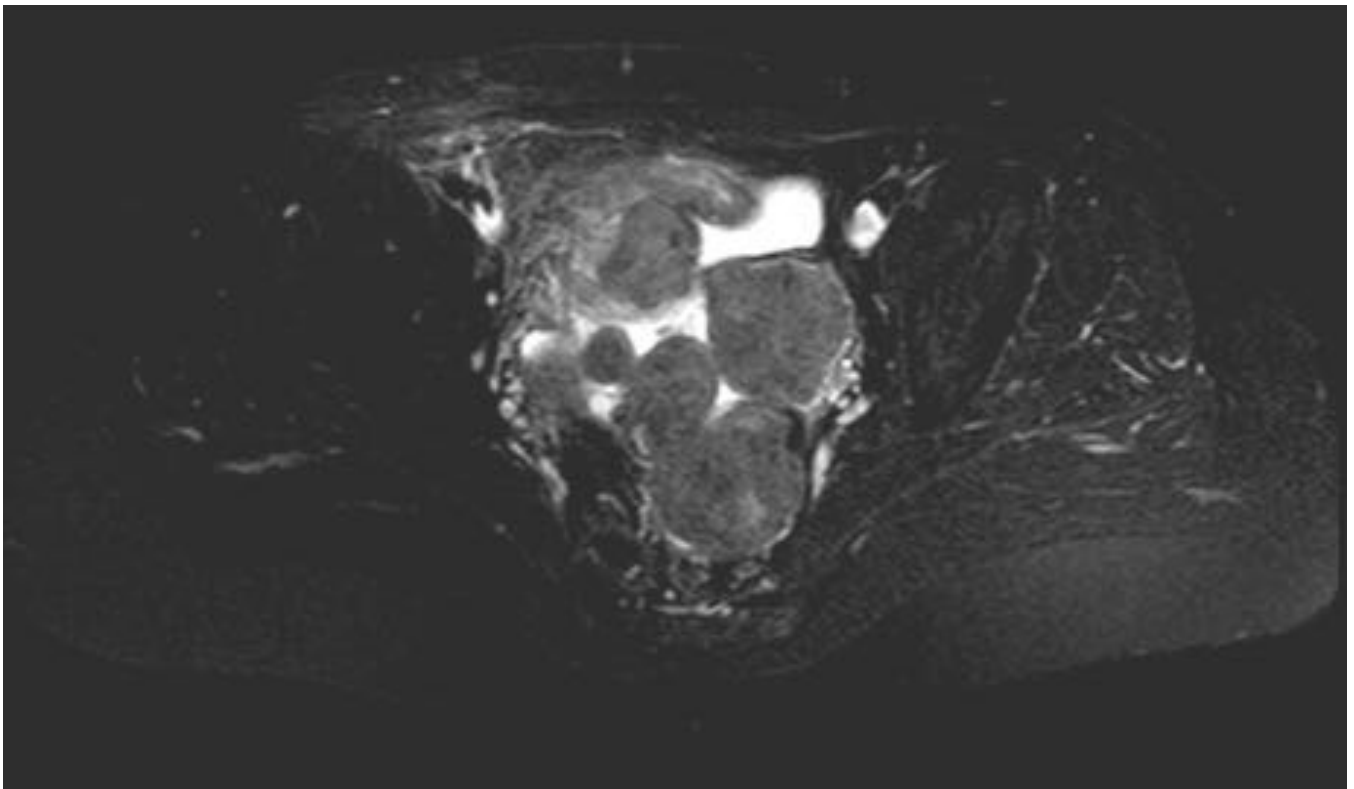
Imagen 5. Hallazgos en RM. Imagen axial T2 FS SE.
